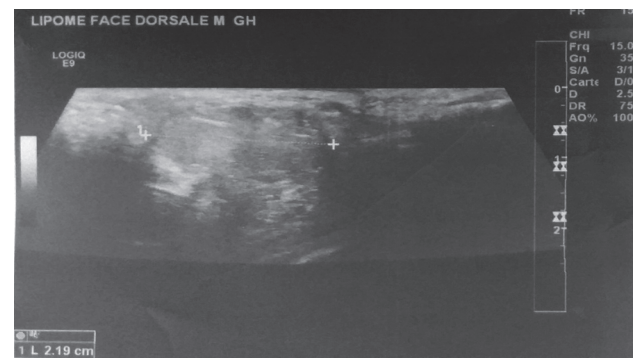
échographie de la main : une formation ovale bien limitée d'écho structure fibrillaire
